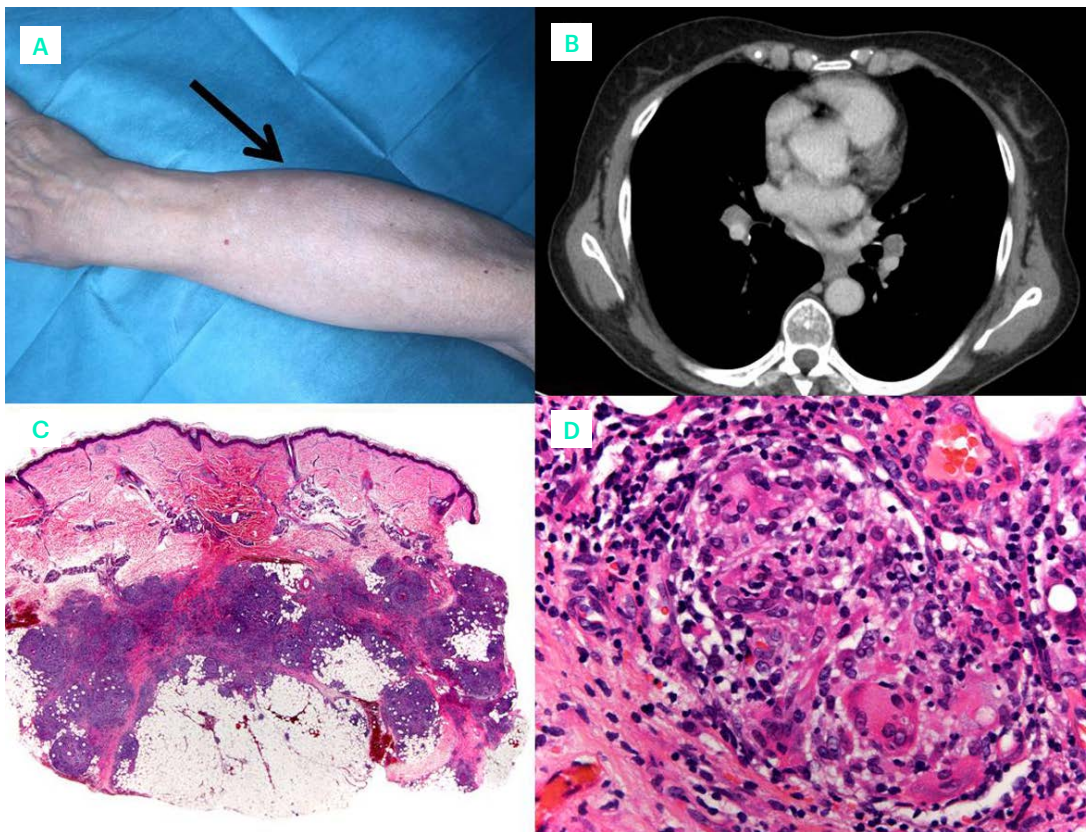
A) Placa subcutánea de mayor tamaño en antebrazo. B) Nuevas adenopatías hiliares y mediastínicas prominentes en el TAC de control. C) Paniculitis lobulillar granulomatosa (HE 20x). D) Infiltración del lobulillo por histiocitos epitelioides, abundantes células gigantes multinucleadas y linfocitos, formando granulomas no necrotizantes (HE 200x).
